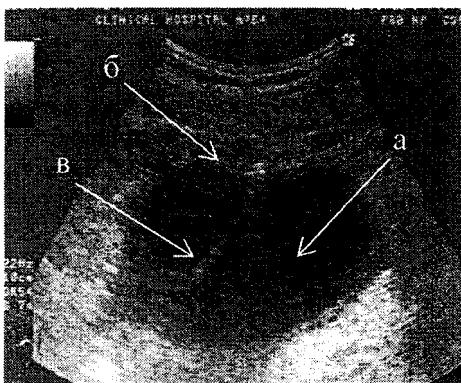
Ультразвуковая томограмма больной М. Внеорганное жидкостное образование: а – жидкостное образование правого поддиaphragмального пространства, б – капсула жидкостного образования, в – троакар-катетер в полости жидкостного образования.
